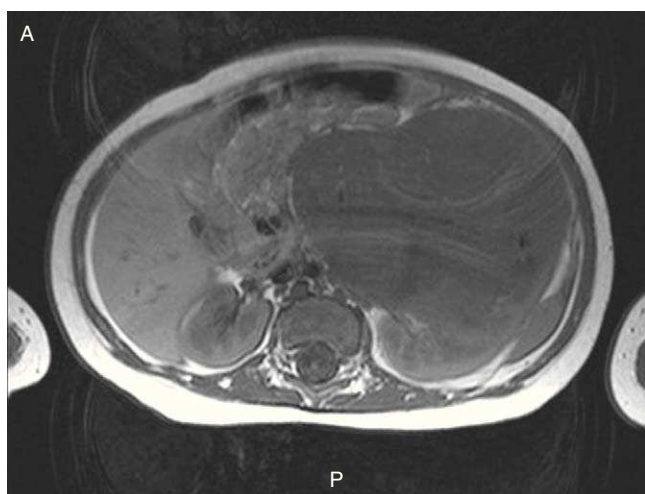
Imágenes de resonancia magnética. A) Gran masa retroperitoneal izquierda, de 8x7,3x8,7 cm compatible con neuroblastoma. B) Tras la administración de contraste intravenoso, se produce tinción de la tumoración de forma no homogénea, apreciándose en el interior de la misma presencia de calcificaciones. Dicha masa cruza la línea media desplazando tanto la aorta como la cava y comprime el riñón hacia atrás y hacia la izquierda produciendo ectasia piélica.
